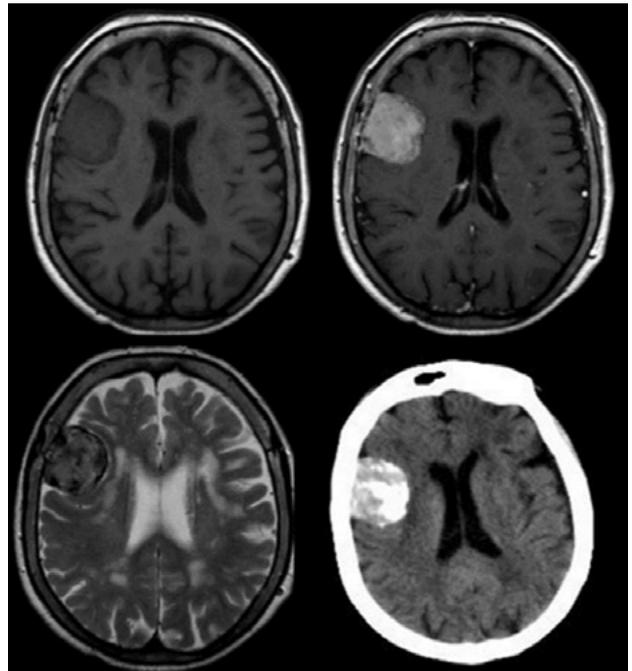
RMN y TAC de paciente de 82 años con imágenes compatible con MI, Isointenso en T1 y realce con gadolinio e Hipointenso en T2, tumor calcificado confirmado por la TAC. La paciente fue seguida durante 8 años sin cambios clínicos ni imagenológicos.
